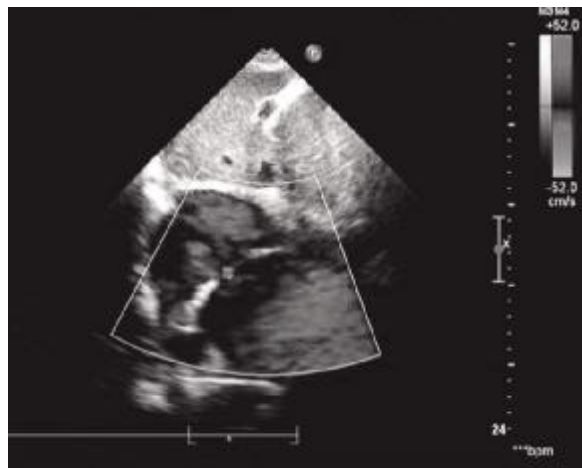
经胸超声心动图检查明确 PFO, 大小 4.5 mm
